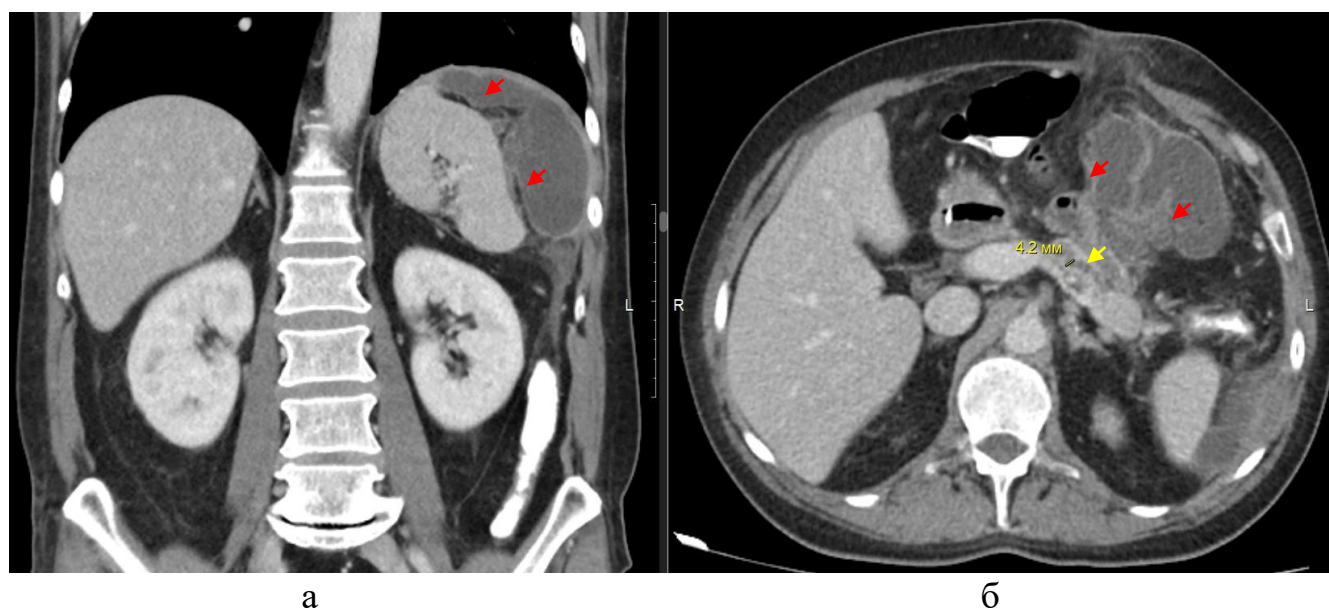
Компьютерные томограммы, выполненные на 1 сутки при повторной госпитализации (12 месяцев после ОП, 6 месяцев после удаления дренажа). Венозная фаза, фронтальная (а), аксиальная проекция (б). ПК в области тела и хвоста ПЖ (б) с отростком в левое поддиафрагмальное пространство (а) – красные стрелки, расширенные ППЖ в области тела и хвоста ПЖ (желтая стрелка)
